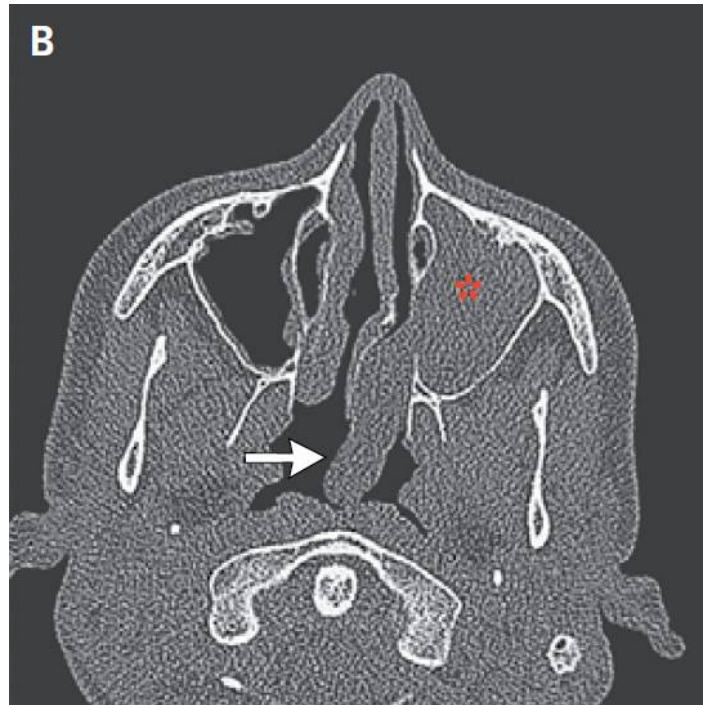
TDM des sinus montrant une présentation intra-orale du PAC
